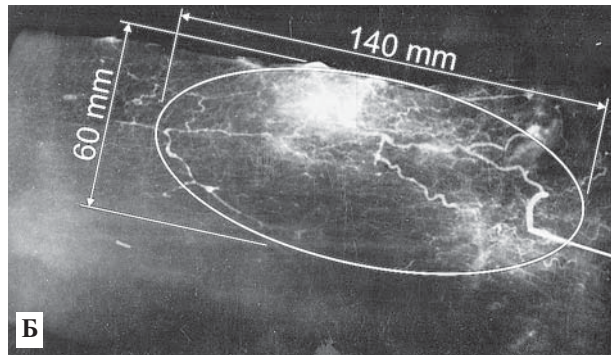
А — рентген-ангіографічний знімок препарату надлодыжечного лоскута з візуалізацією зони, кровоснабжаємою перфорантом до рівня гребня большеберцовой кістки. Б — умовна статистично стійка зона кровоснабження препарату шкірно-фасціального латерального надлодыжечного лоскута
